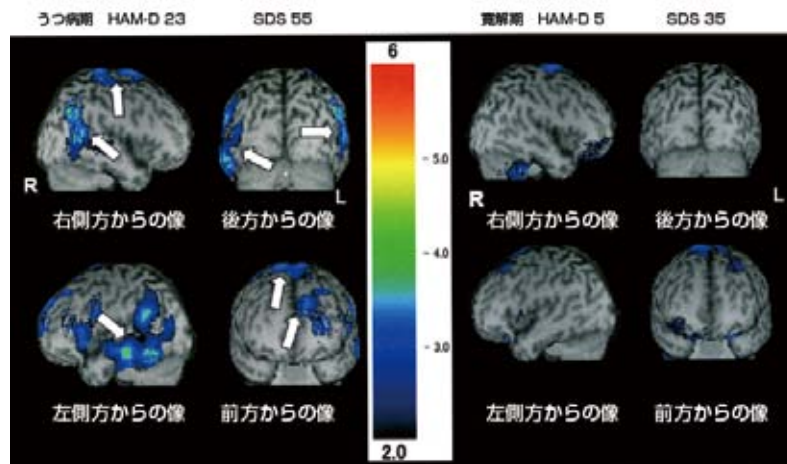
$^{99m}\text{Tc}$ -ECD SPECT を用いた脳血流の検討
